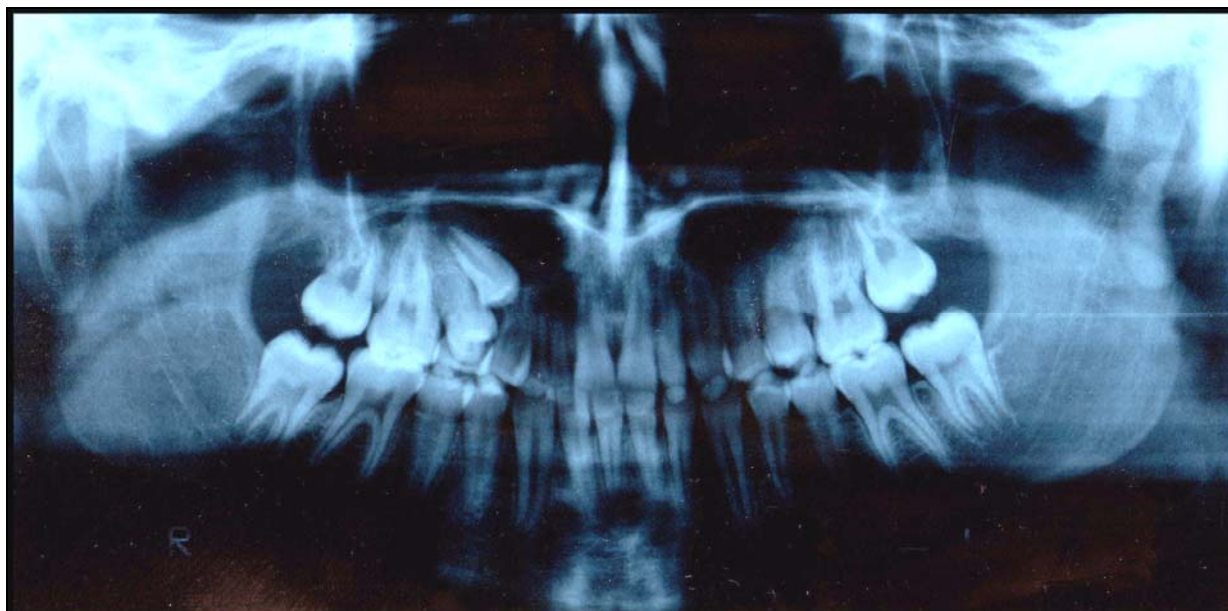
Orthopantomogramme d'Alexandre DOL., 12 ans, porteur d'une transposition entre 13 et 14, associée aux agénésies de 12, 18, 28, 38, 48 (cas du Dr AKTAM).
